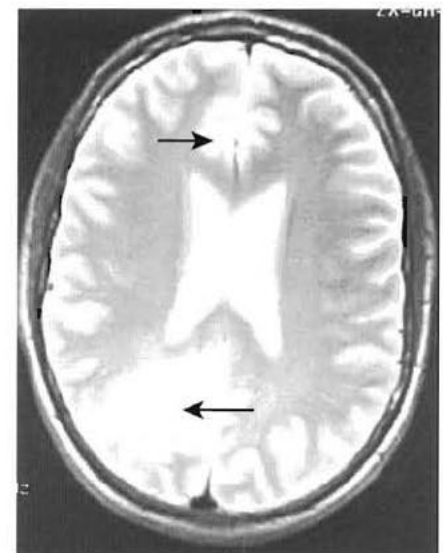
Leuco-encéphalopathie multifocale progressive (LEMP) chez un patient atteint du sida – IRM T2. Les lésions asymétriques de la substance blanche (flèches) sont typiques.
